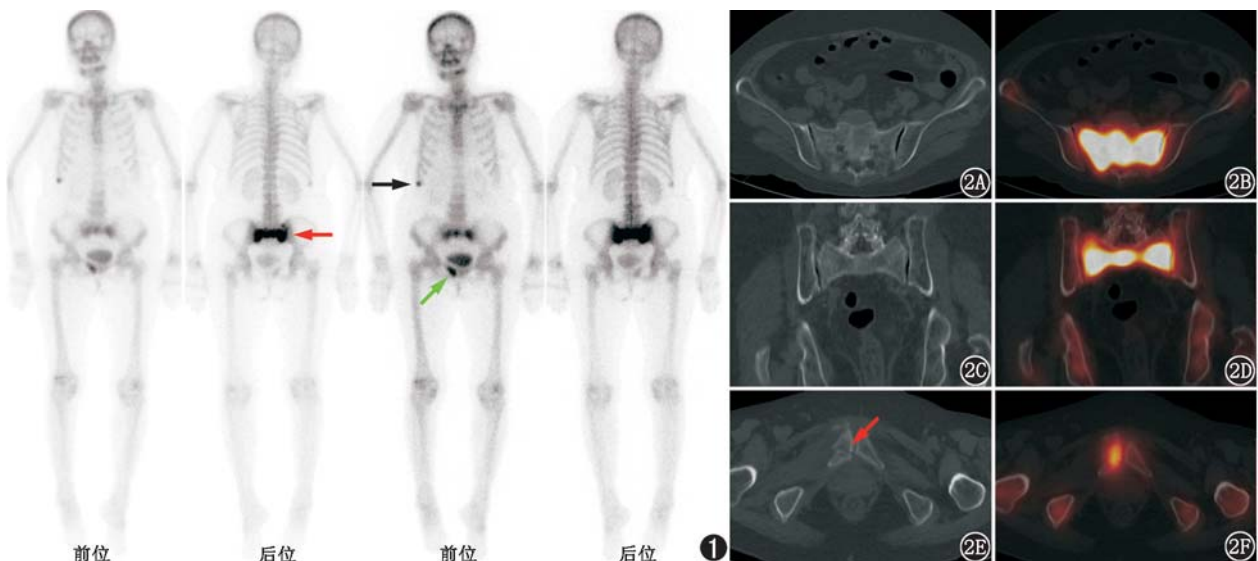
骶骨功能不全性骨折患者(女,79岁)^{99m}Tc-亚甲基二膦酸盐(MDP)全身骨显像图。骶骨(红箭头示)、右侧第8侧肋(黑箭头示)、右侧耻骨(绿箭头示)可见异常放射性浓聚灶。图2 同一患者骨盆SPECT/CT融合显像图。横断面及冠状面CT可见骶骨骨质密度不均匀增高(2A、2C),相应部位放射性异常浓聚(2B、2D),冠状面双侧骶骨翼及骶骨体的放射性摄取呈典型“H”征(2D);右侧耻骨骨皮质断裂,可见骨折线(2E,箭头示),局部放射性摄取异常增高(2F)
